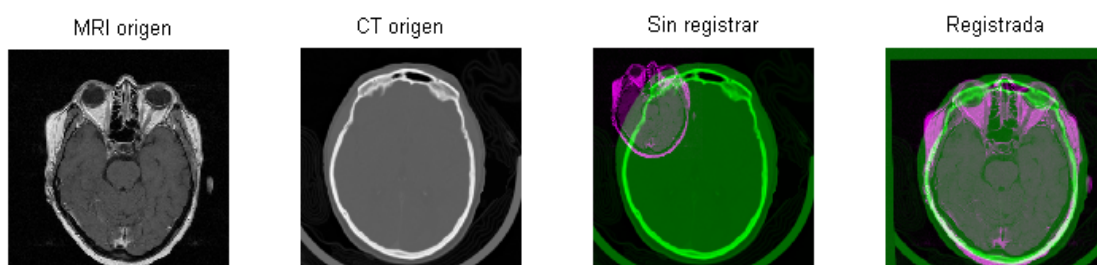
Registro multimodal correcto entre la imagen MRI y CT.
